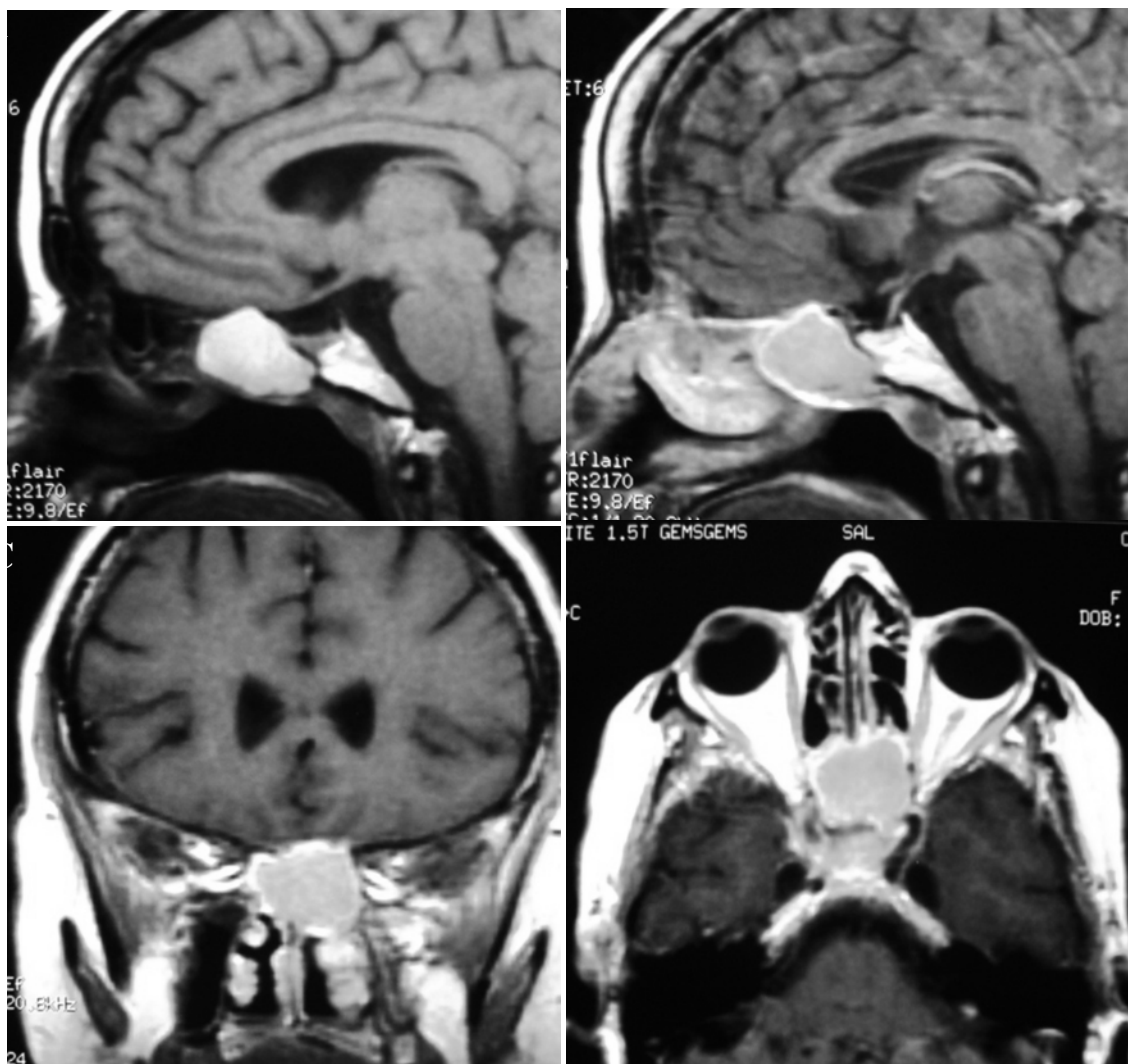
IRM cérébrale montrant une collection en hypersignal en T1 occupant la quasi-totalité du sinus sphénoïdal avec une petite évagination en endocrânienne à travers une solution de la continuité de l'hypo signal ostéoméningé. Noter le rehaussement périphérique de la collection après injection du gadolinium (B, C et D) (observation N°6)
